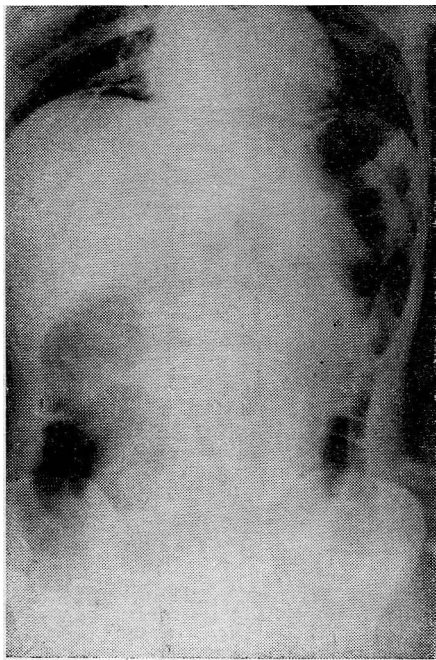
Radiografía simple, de pie. Se observa marcada distensión gaseosa del colon, neumoperitoneo y ausencia de gases en el delgado.
